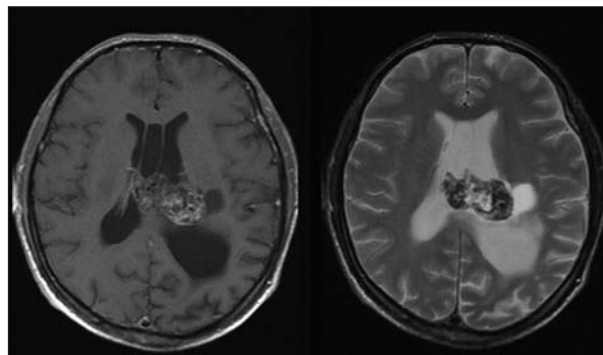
Subependymoma on T1-weighted MR image (left-sided photo): isointense tumor with mild contrast enhancement showing cystic degeneration. On T2-weighted MR image (right-sided photo): heterogeneity due to blood products, calcification and cystic changes with hyperintense tumor mass
